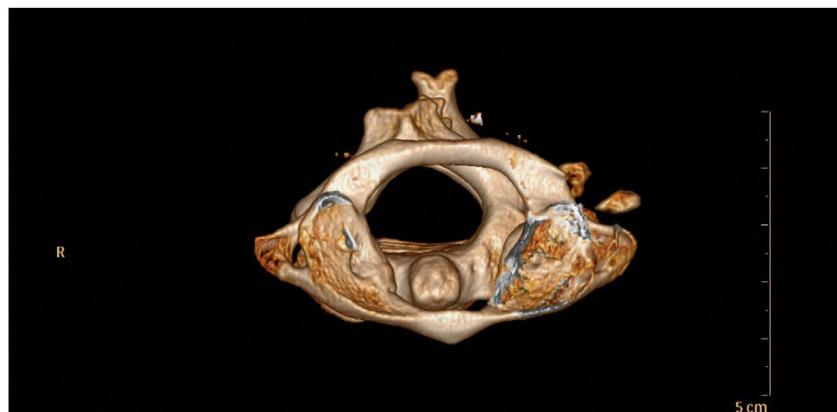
Reconstrucción en 3D de TAC cervical.
